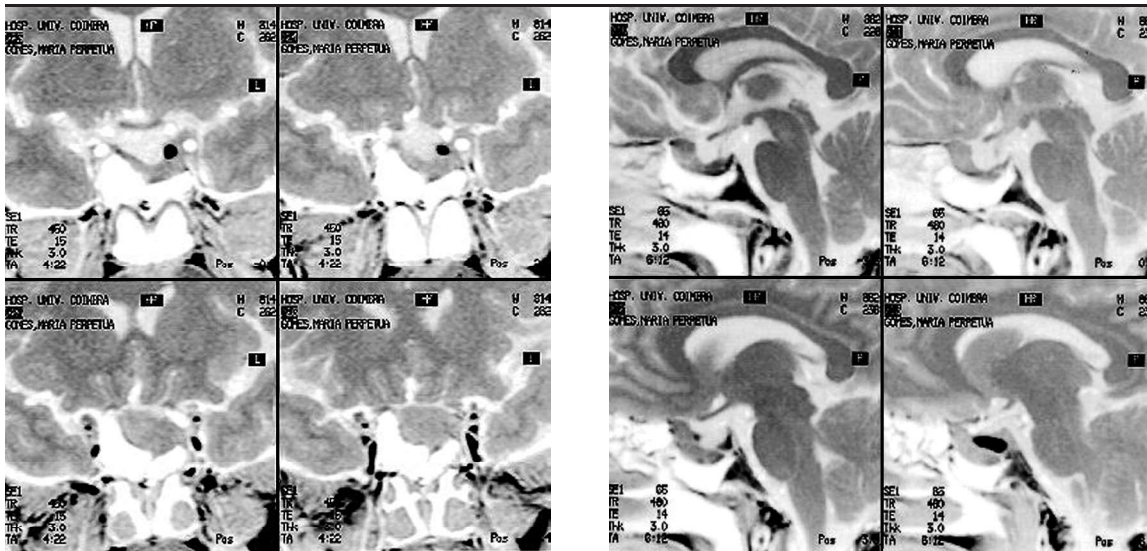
RM do tumor antes da primeira cirurgia.
